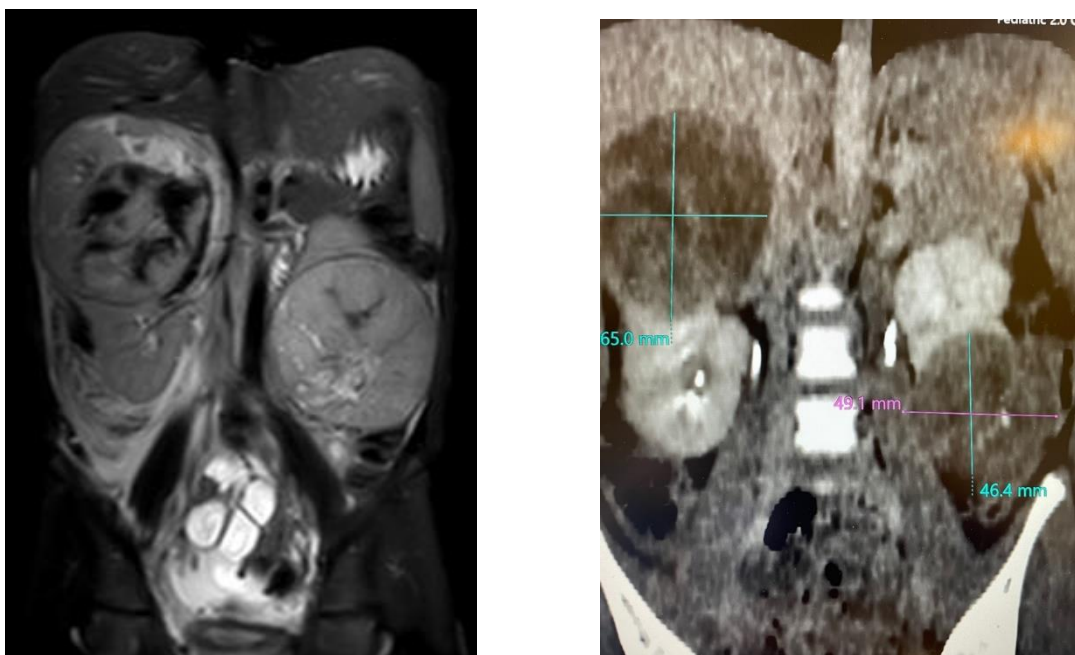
данные МРТ (слева) и КТ (справа). На представленных снимках отчетливо визуализируются опухоли обеих почек. В левой почке опухоль занимает весь верхний полюс с переходом на средний сегмент. В правой почке опухоль определяется в нижнем и частично среднем отделе органа.
